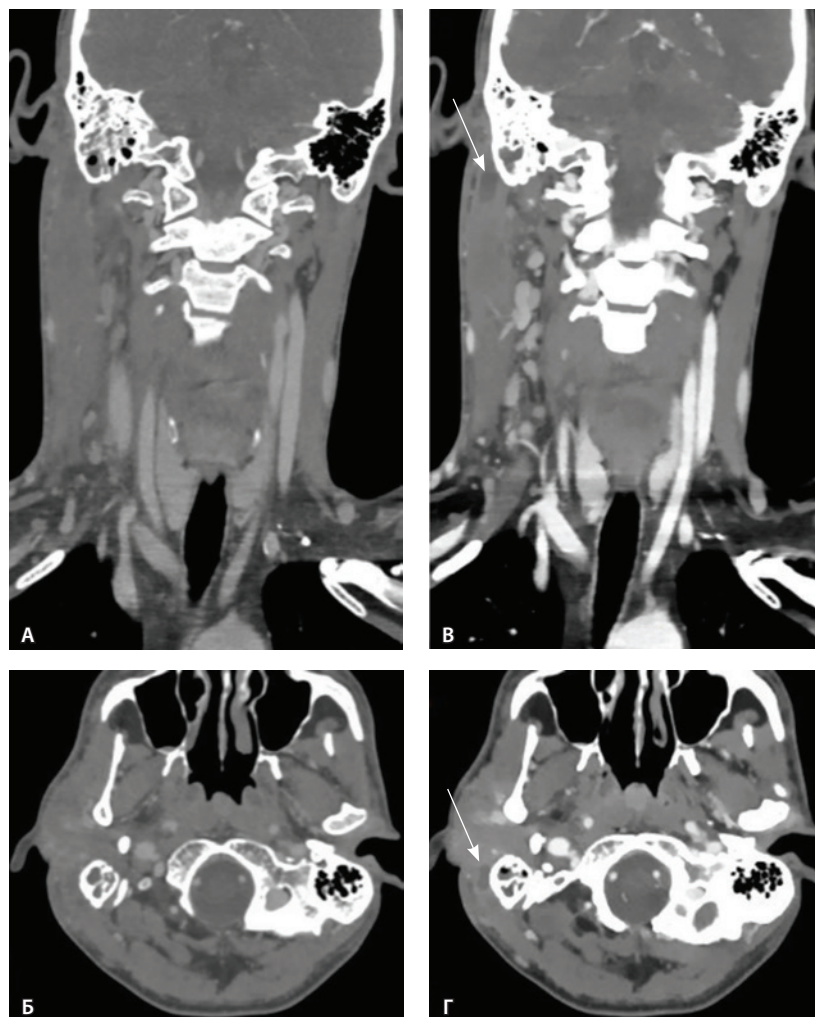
Компьютерная томография шеи, венозная фаза. Фронтальная реконструкция и аксиальный скан. А, Б – обычный режим, мягкотканное окно; В, Г – моноэнергетическое изображение 40 кеВ на том же уровне: виден субпериостальный абсцесс вдоль латеральной поверхности верхушки сосцевидного отростка (стрелки), не определяемый в обычном режиме
